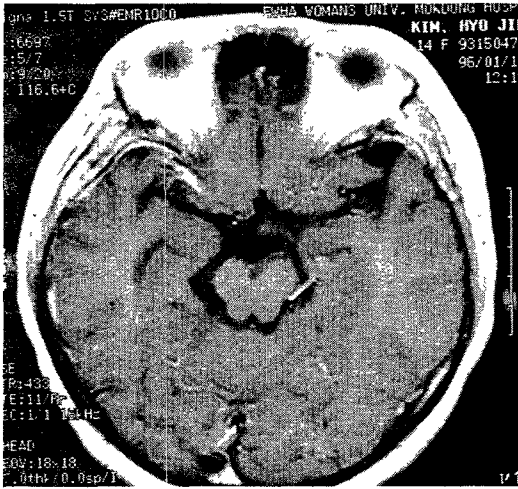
B. Post operative MRI finding. Previous noted intra and suprasellar mass removed completely.
